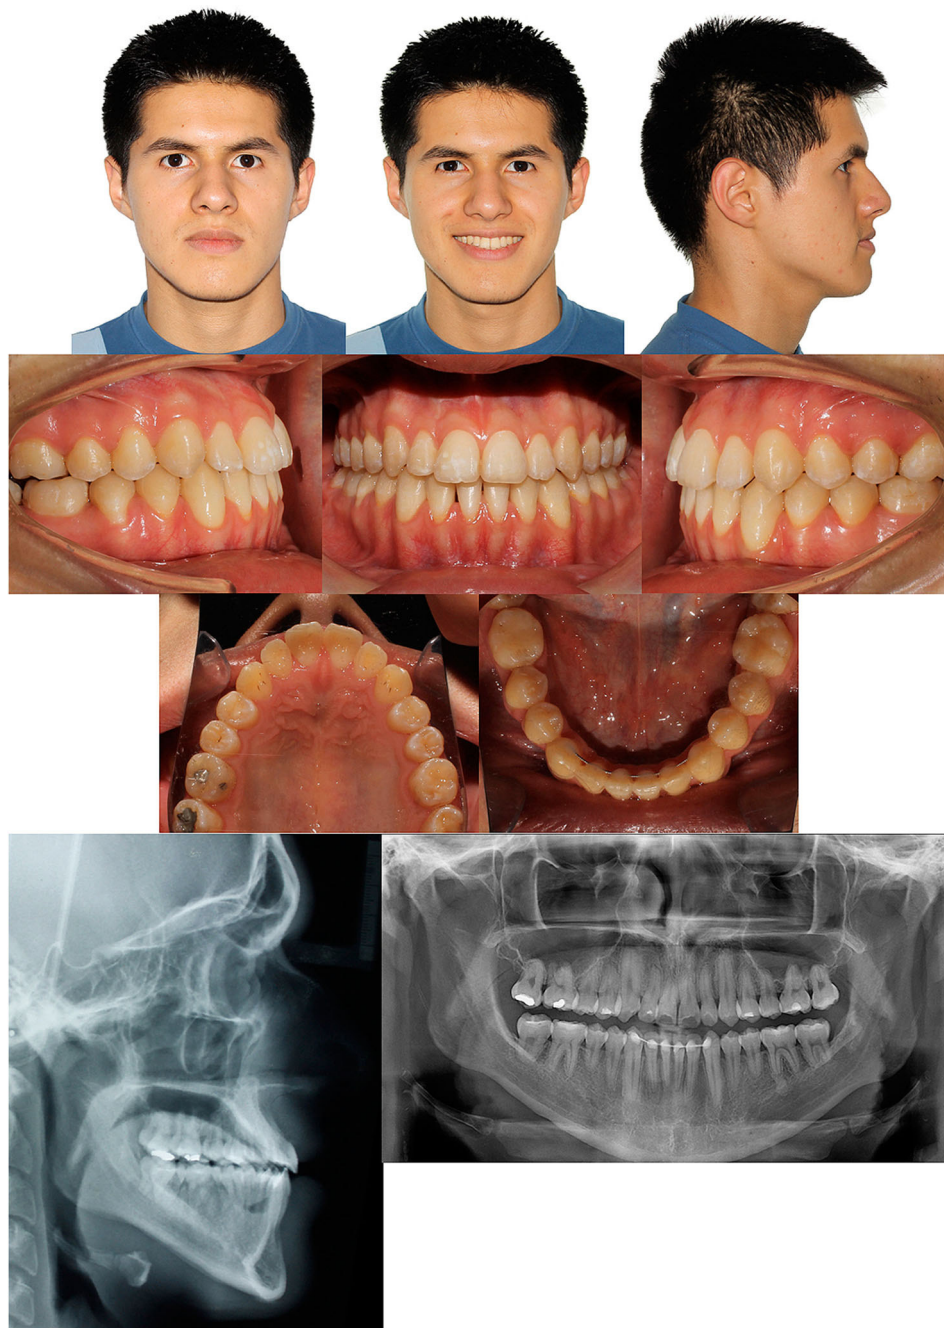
Post-treatment photographs and radiographs.
